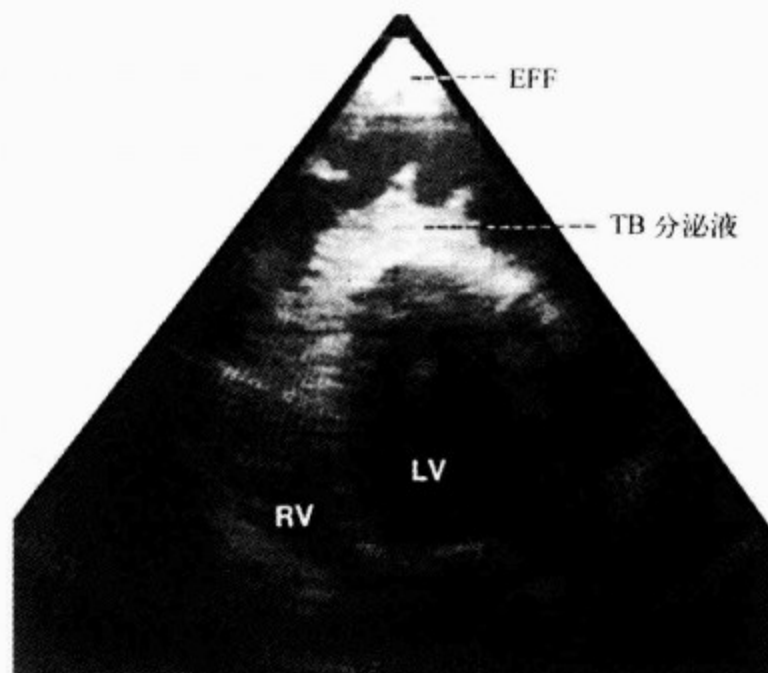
一名结核性心包炎患者的二维超声心动图
